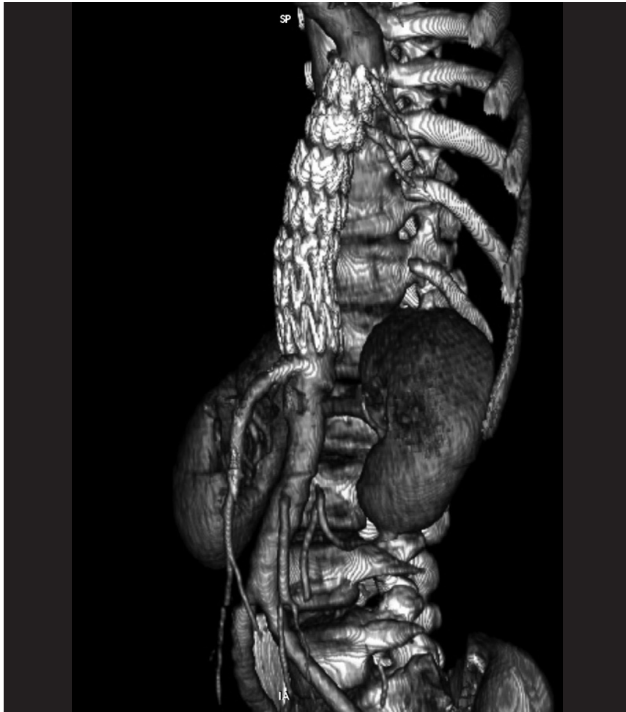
Angiotomografia tridimensional: endopróteses bem localizadas, ausência de vazamentos
